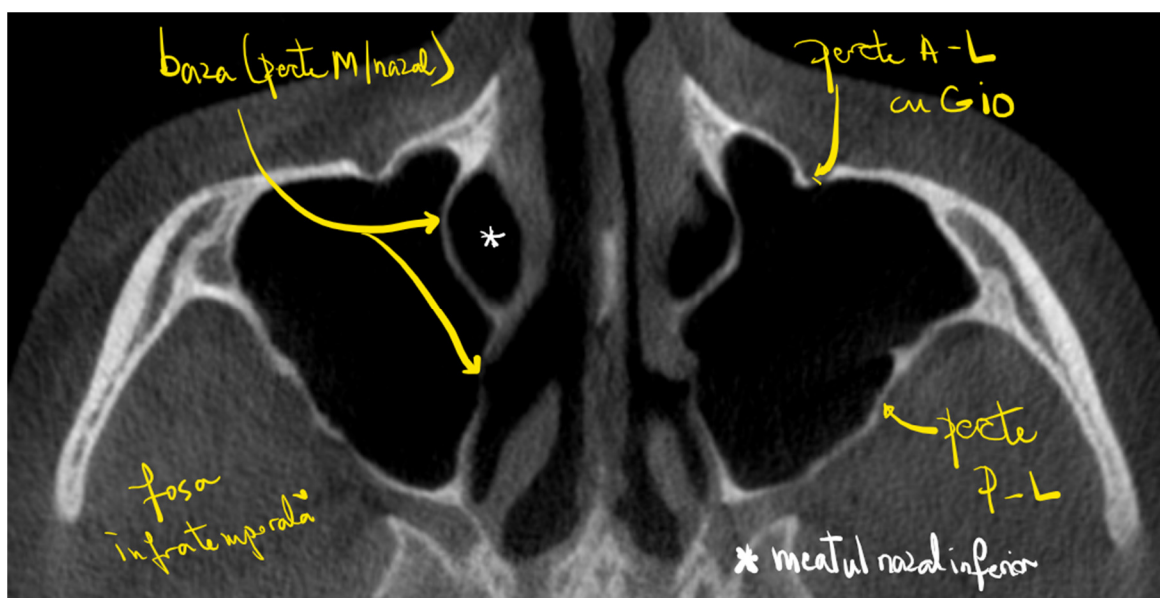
Secțiune CBCT axială prin sinusurile maxilare. Se demonstrează pereții laterali și cel nazal ai SM.
